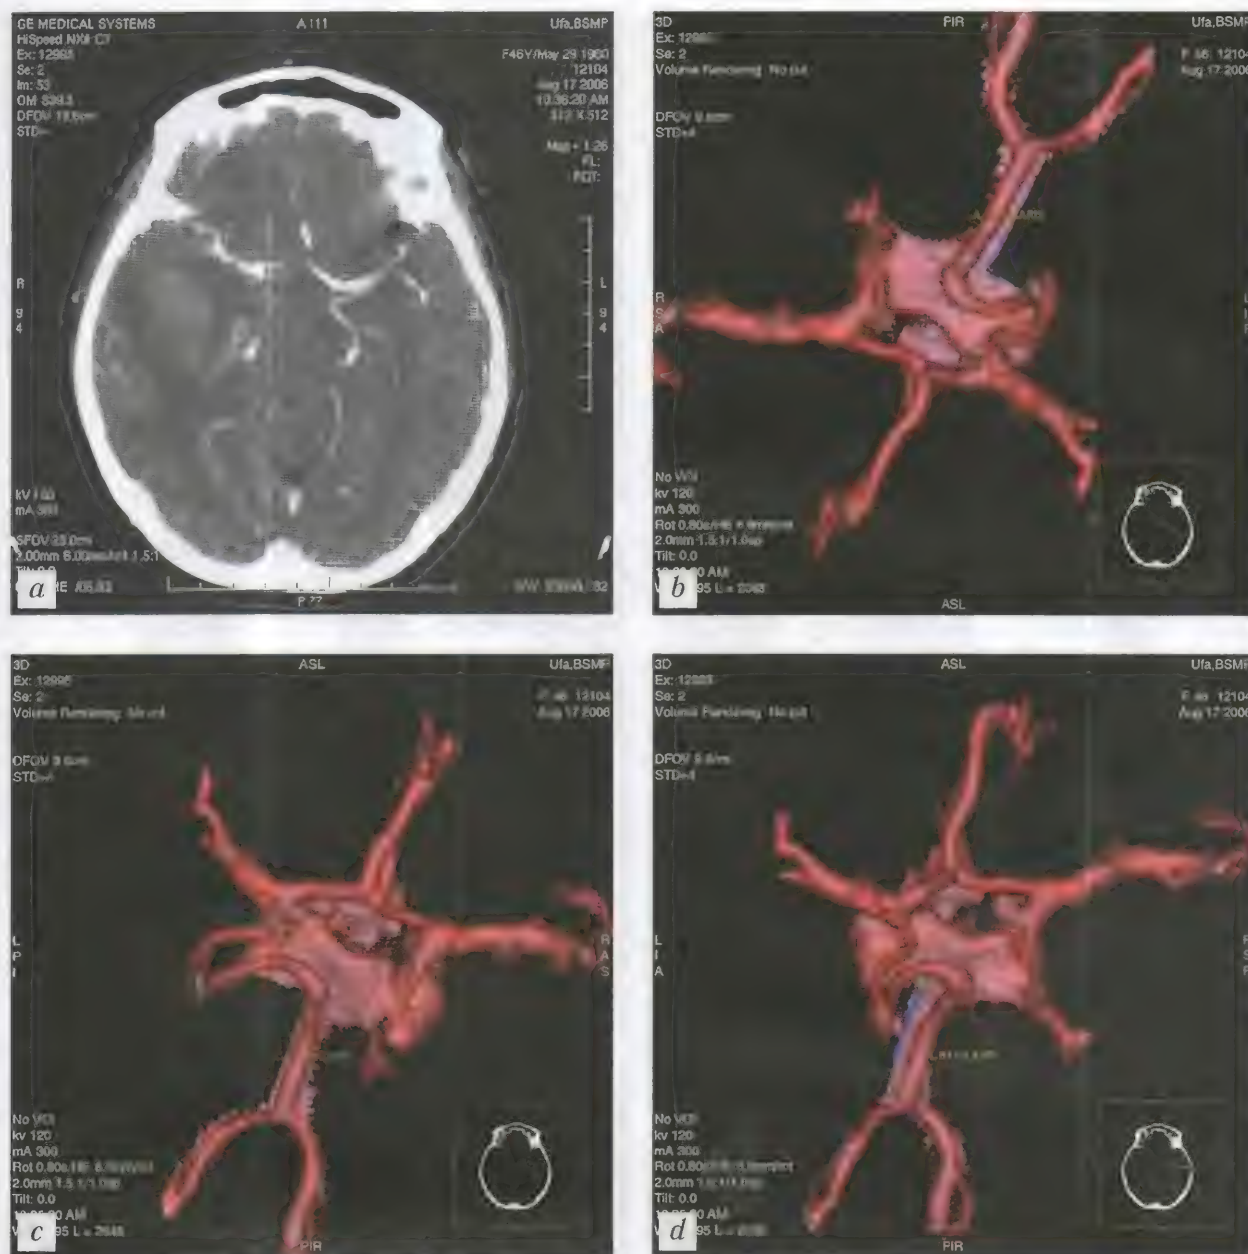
Больная К., 46 лет. Гипертензивное изолированное внутримозговое кровоизлияние в правую височную долю. КТ-ангиография. 3D-реконструкция артерий. СКТА — *a-d*
